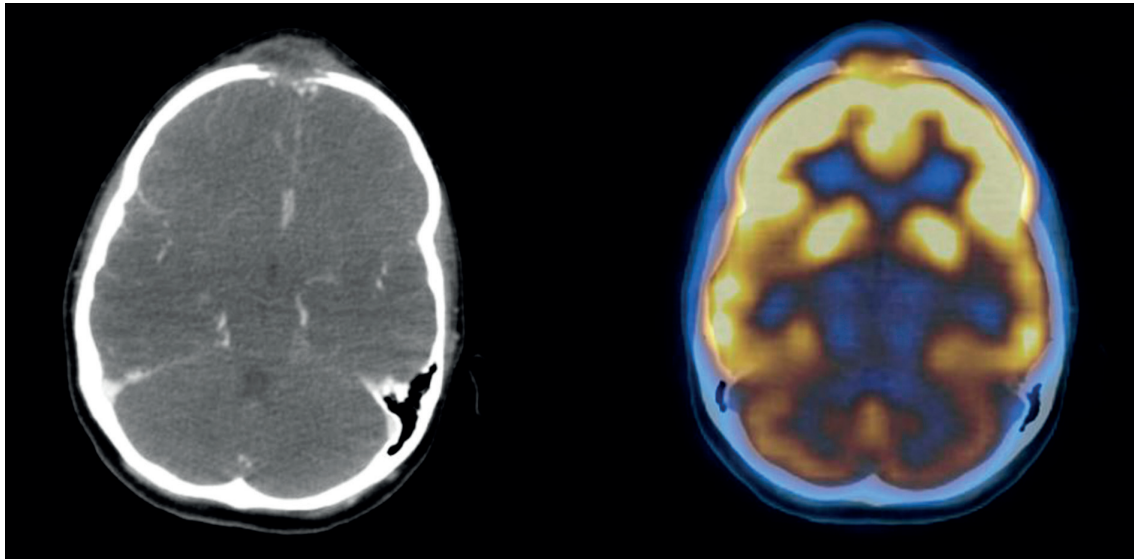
18F氟脱氧葡萄糖正电子发射断层扫描联合计算机断层摄影: 左图为静脉CT造影增强, 右图为正电子发射和计算机断层扫描的组合图: 高代谢病灶与额骨的外部 and 内部皮质板破坏。
